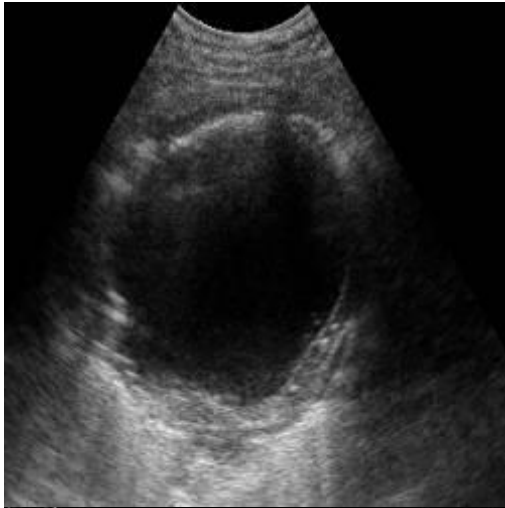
Э печени а)УЗИ – кистозное образование с многослойной капсулой, эхогенной взвесью, краевым ослаблением УЗ б, в) РКТ, МРТ – кистозные образования, толстая капсула
